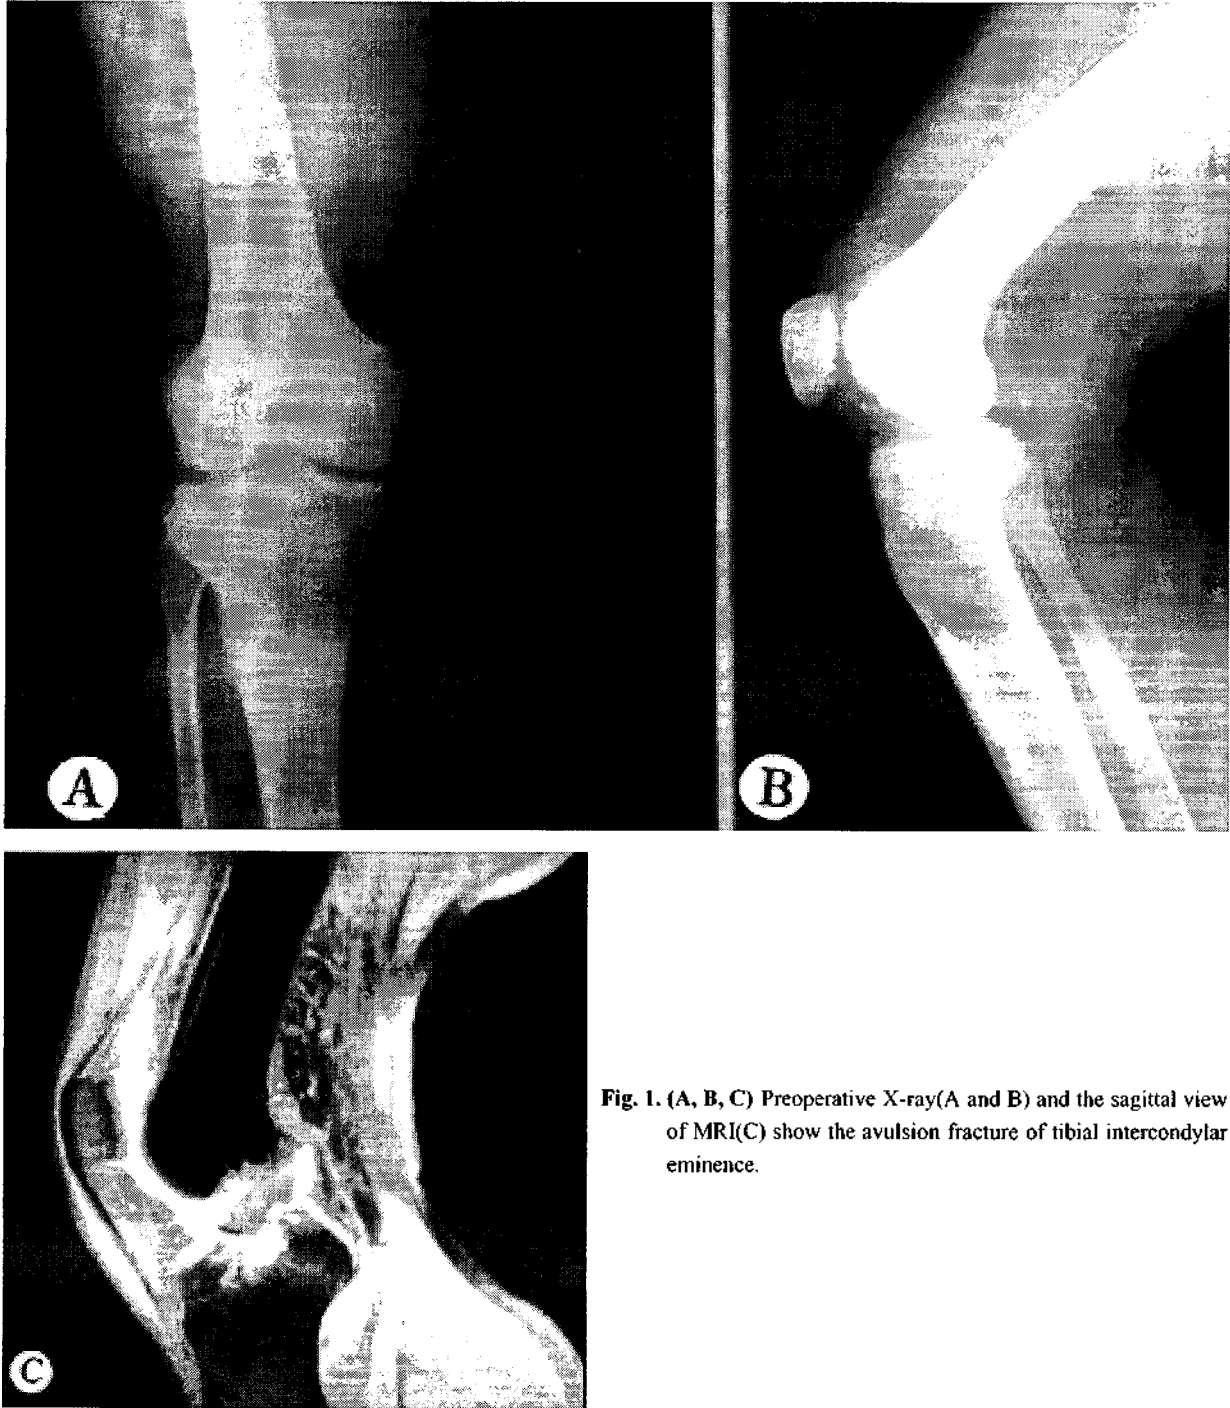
(A, B, C) Preoperative X-ray(A and B) and the sagittal view of MRI(C) show the avulsion fracture of tibial intercondylar eminence.
